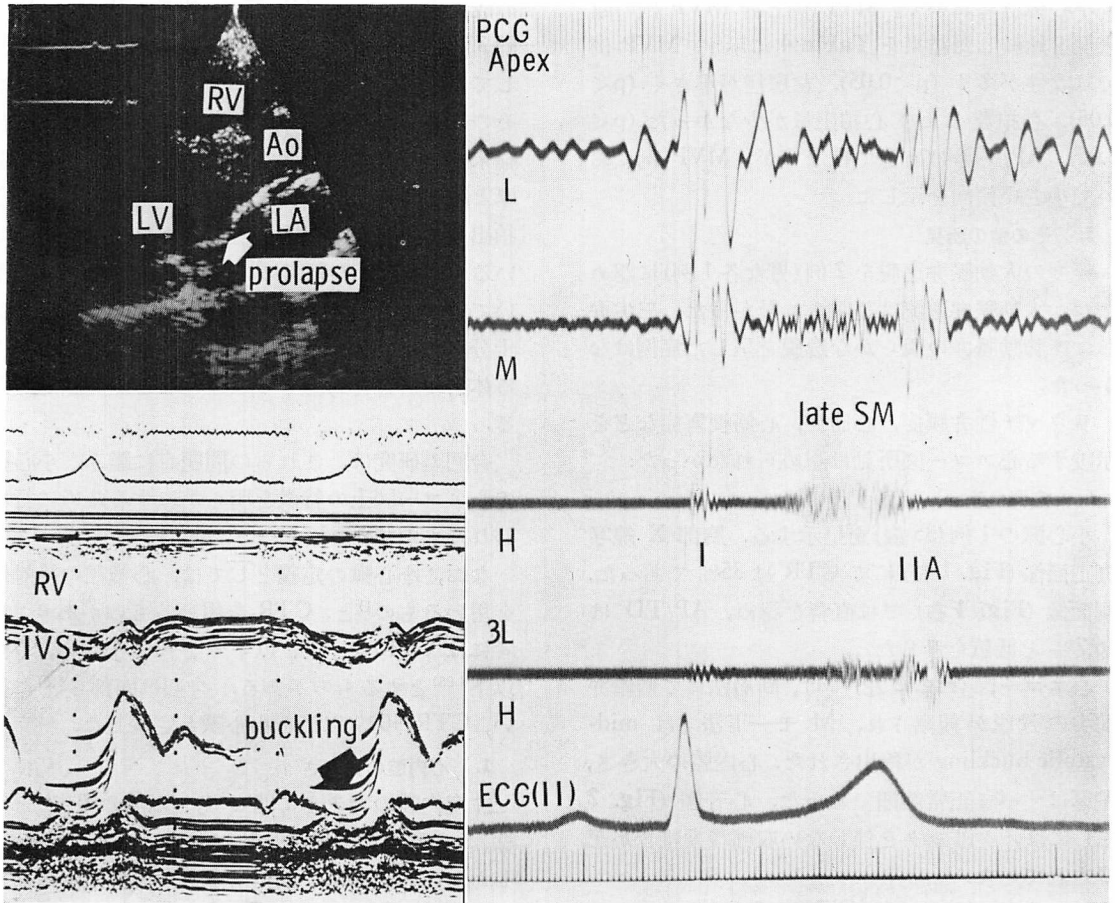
Echocardiograms and phonocardiogram of a case whose chest radiographs are shown in Fig. 1.
